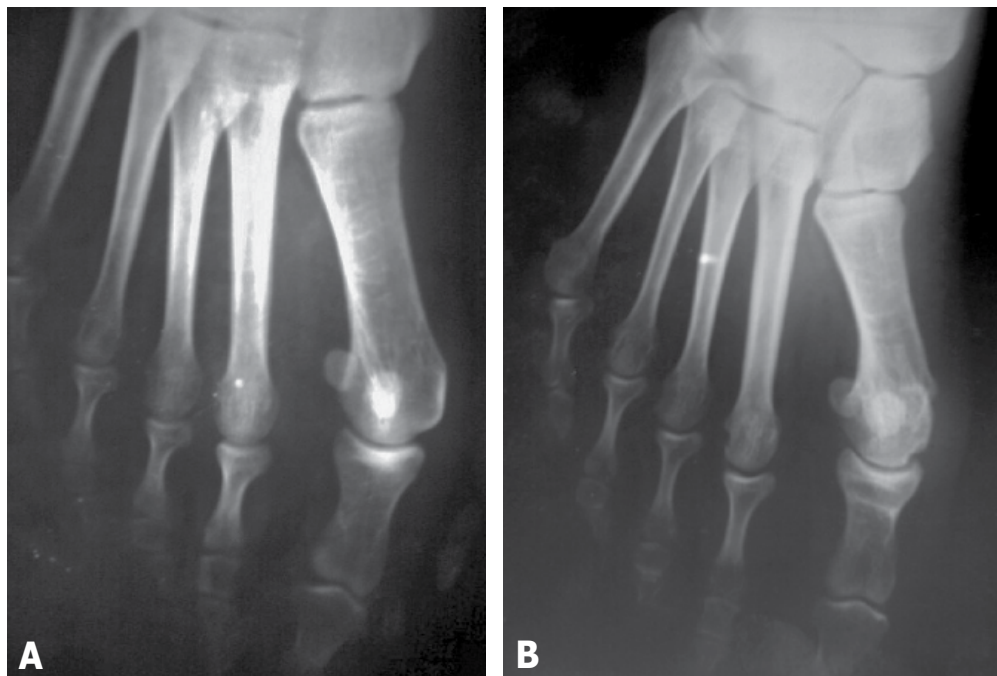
A e B. Radiografias pré e pós-operatórias usando associação das técnicas.
